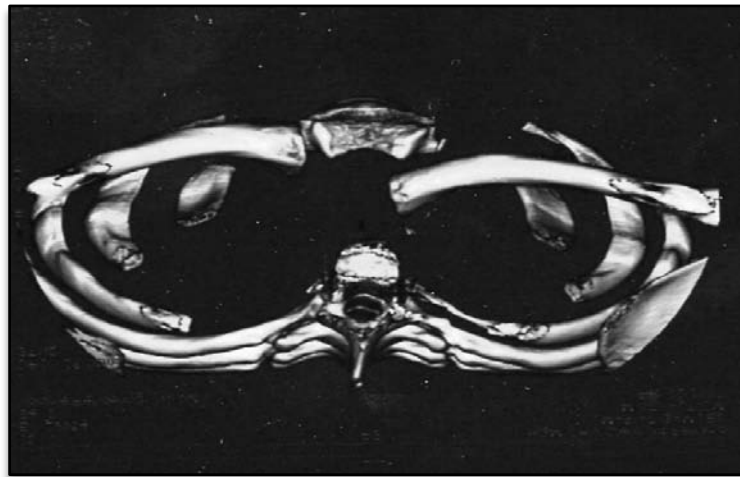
TDM à reconstruction 3D de la luxation sternoclaviculaire rétro-sternale
